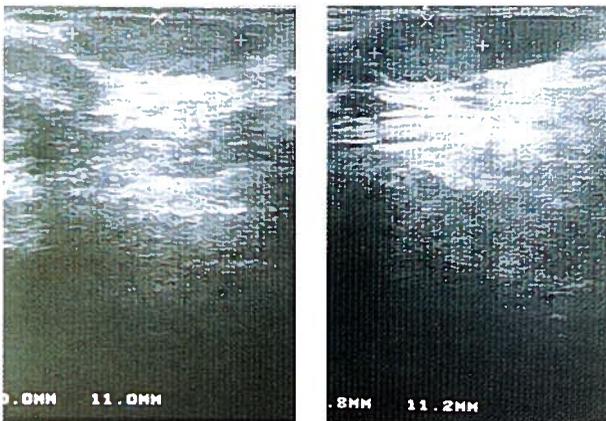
Ecografia testicular - testículos de reduzidas dimensões.
